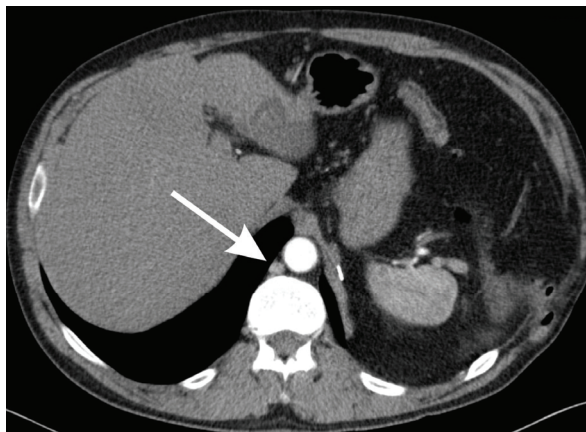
CT Befund von 2008. Der Pfeil zeigt auf den verdächtigen Lymphknoten.
